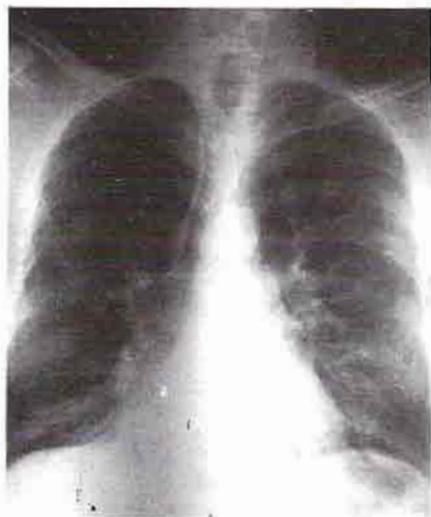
Radiografía con grandes cambios a nivel de los hilos. Dilatación importante de la arteria pulmonar y sus ramas. Lesiones fibrosas en el parénquima pulmonar.
